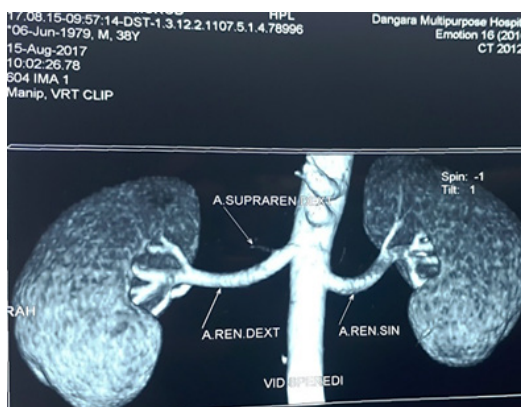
КТ ангиография сосудов почек
